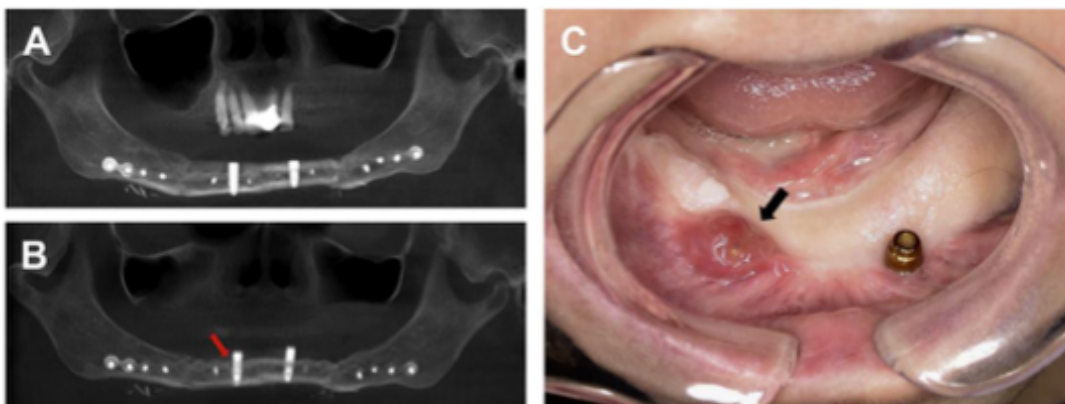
Peri-implantitis en paciente con sobredentadura removible implantosoportada. (A) Corte panorámico de TAC post operatorio inmediato de reconstrucción con colgajo libre de fíbula y dos implantes endoóseos. (B) Corte panorámico de TAC de control tardío que muestra pérdida de hueso marginal peri-implantario. (C) Fotografía clínica intraoral, evidencia la presencia de tejido granulatorio alrededor del implante. (Patel et al. 2019)
